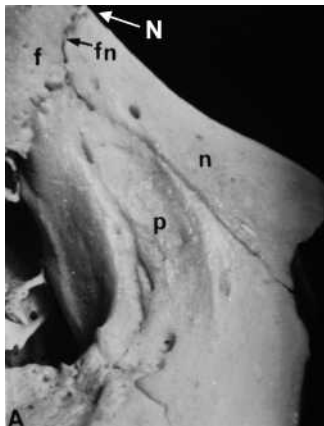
Nasion und angrenzende Strukturen (f Stirnbein, n Nasenbein, sf Sinus frontalis) am Schädel und im Fernröntgenbild
